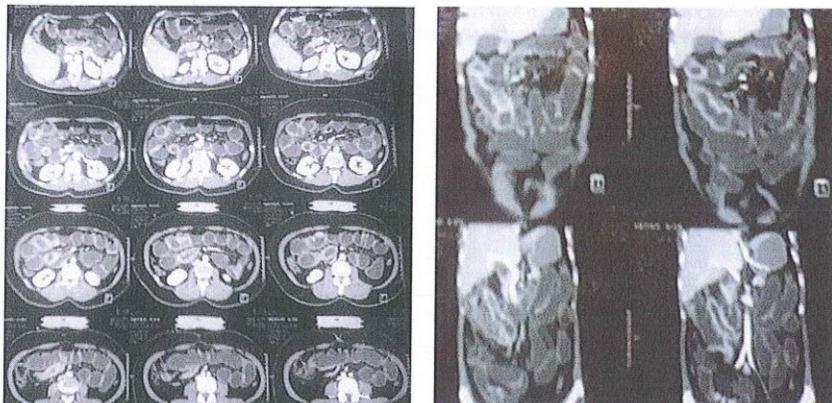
Tomografía axial computada contrastada de abdomen que evidencia dilatación de asas de intestino delgado.
